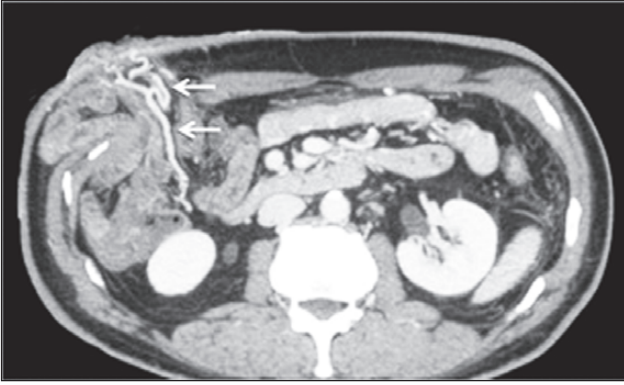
Контрастно-підсилена КТ: стомальні колатералі (стрілки) ([21], з дозволу авторів)
